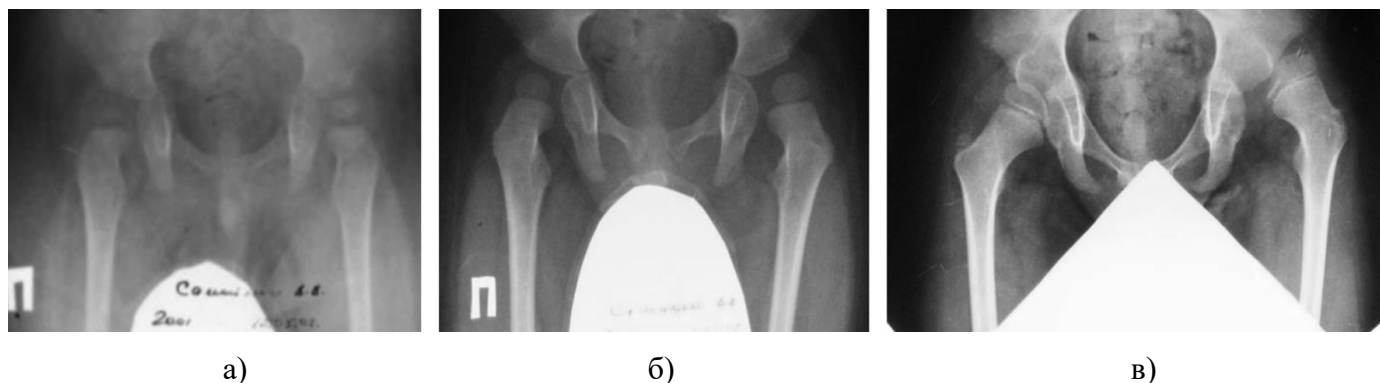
Фото рентгенограм кульшових суглобів хворого С. III клінічної групи – рівень ураження L_3-L_4 : а) рентгенограма хворого у віці 1 року: індекс міграції J. Reimers складає справа – 0,27, зліва – 0,26; кут Віберга: справа – $11,9^{\circ}$, зліва – $18,3^{\circ}$; б) рентгенограма у віці 2 років 1 місяця: індекс міграції J. Reimers справа – 0,35, зліва – 0,57; кут Віберга: справа – $9,6^{\circ}$, зліва – $-5,2^{\circ}$; в) рентгенограма хворого у віці 7 років: індекс міграції J. Reimers справа – 0,26, зліва – 0,86; кут Віберга: справа – $17,8^{\circ}$, зліва – $-63,7^{\circ}$.
